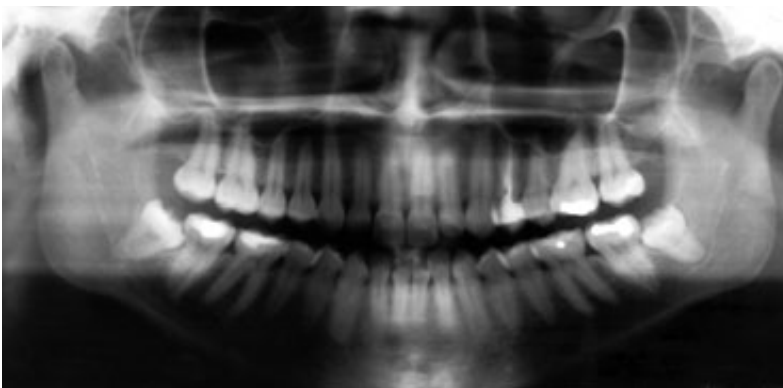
Ortopantomografia che evidenzia i terzi molari inferiori bilateralmente inclusi
